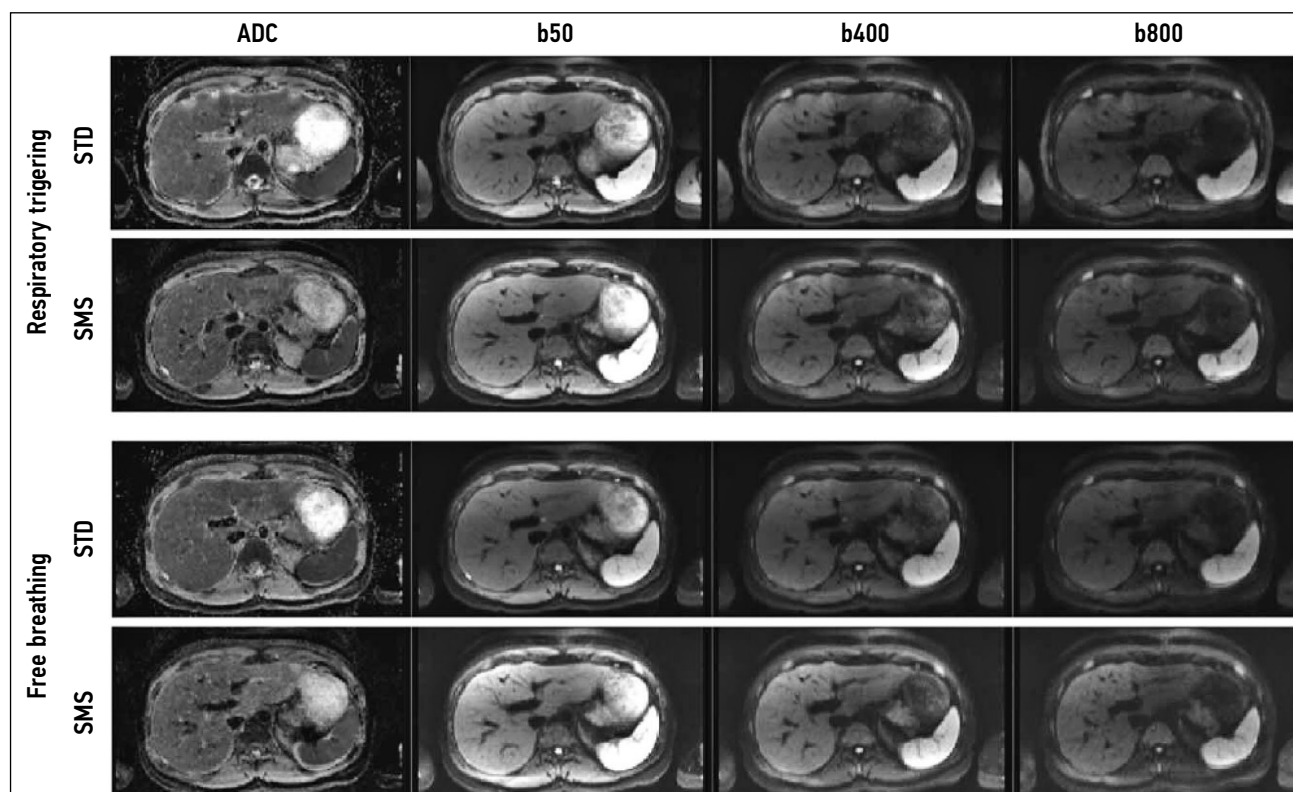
在自由呼吸 (FB) 和呼吸触发 (RT) 上使用不同的b因子 (50, 400, 800 mm^2/s) 的标准 (STD DWI) 和同步 (SMS DWI) 多层扩散加权图像的比较以及相应的测量扩散系数 (ADC)。使用标准扩散加权图像的平均扫描时间为10:30分钟 (5:56–18:13)，使用SMS-DWI的平均扫描时间为3:29分钟 (2:19–4:27) [16]。
